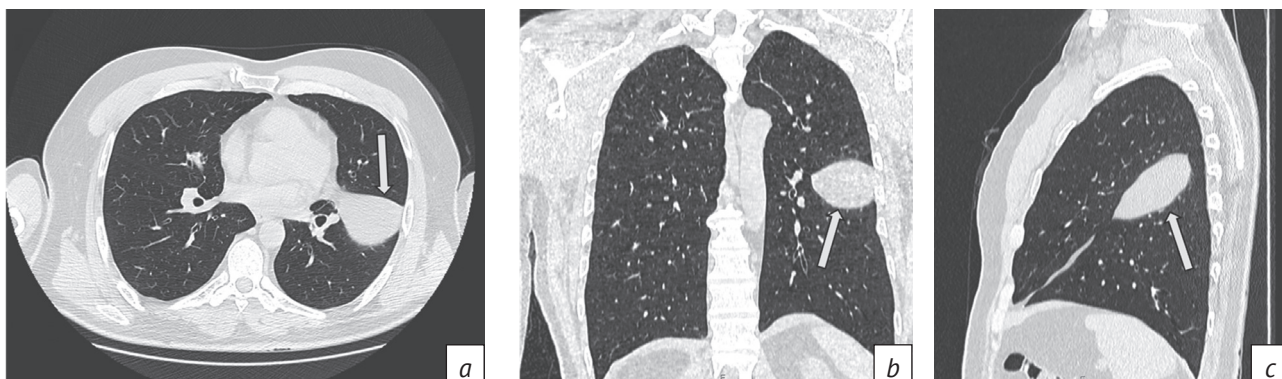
Результаты мультисрезовой компьютерной томографии (МСКТ) органов грудной полости в легочном окне от 2019 г. На уровне S1-2/S6 левого легкого визуализируется образование, распространяющееся по ходу левой кривой междолевой щели (стрелки):
